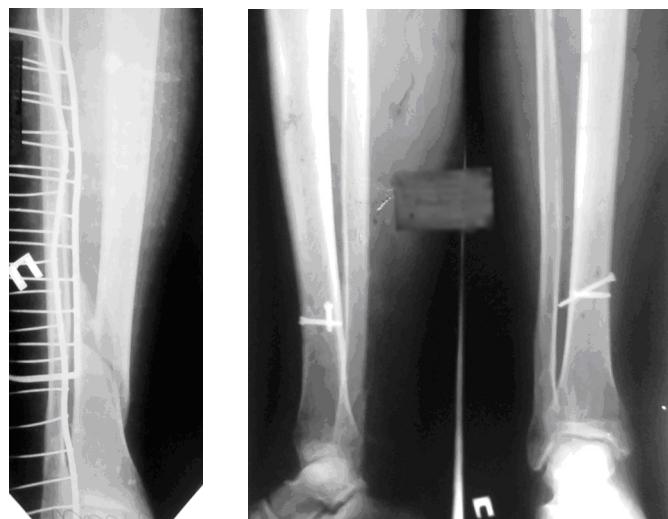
Рентгенограми пацієнта ІІІ., 40 років. Повне зрошення косого перелому на межі середньої і дистальної частин діафіза великомілкової кістки внаслідок утворення інтермедіарної кісткової мозолі протягом 3 місяців після фіксування гвинтами та гіповою пов'язкою
